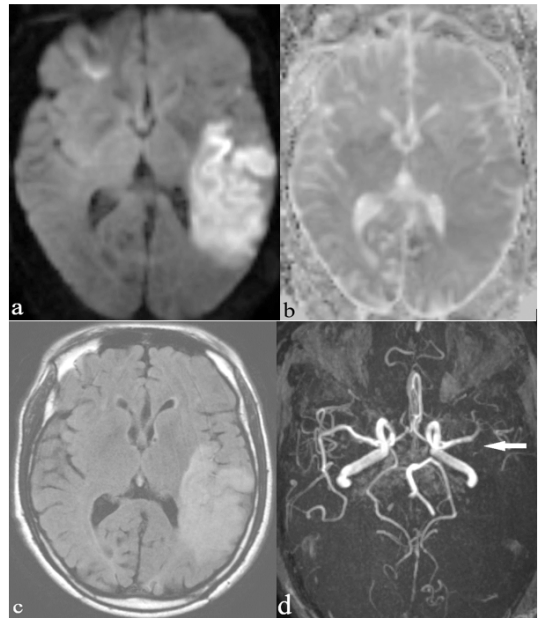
Coupe IRM axiale cranio-encéphalique : infarctus du territoire superficiel sylvien gauche (chua).
